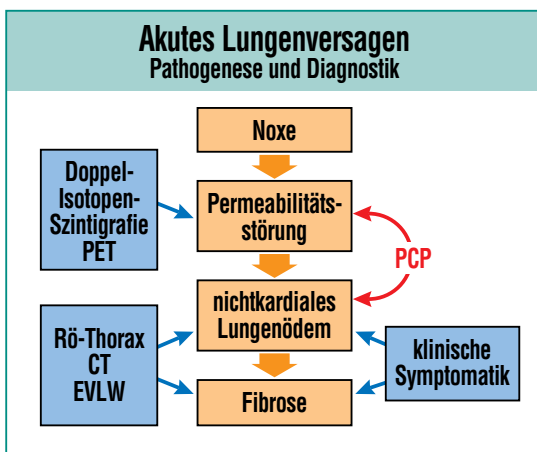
Zwei Verfahren erlauben zur Zeit eine frühzeitige Diagnose eines beginnenden akuten Lungenversagens. Die Doppel-Isotopen-Szintigraphie ist mit, im Vergleich zur PET-Kamera, einfacheren technischen Mitteln zu realisieren und damit auch auf der Intensivstation einsetzbar. Alle anderen Verfahren sind erst nutzbar, wenn durch einen erhöhten pulmonalkapillaren Druck (PCP) ein nicht-kardiales Lungenödem und Fibrose vorliegt. Diese Techniken erlauben außerdem keine dynamische Erfassung einer fortschreitenden Erkrankung.
